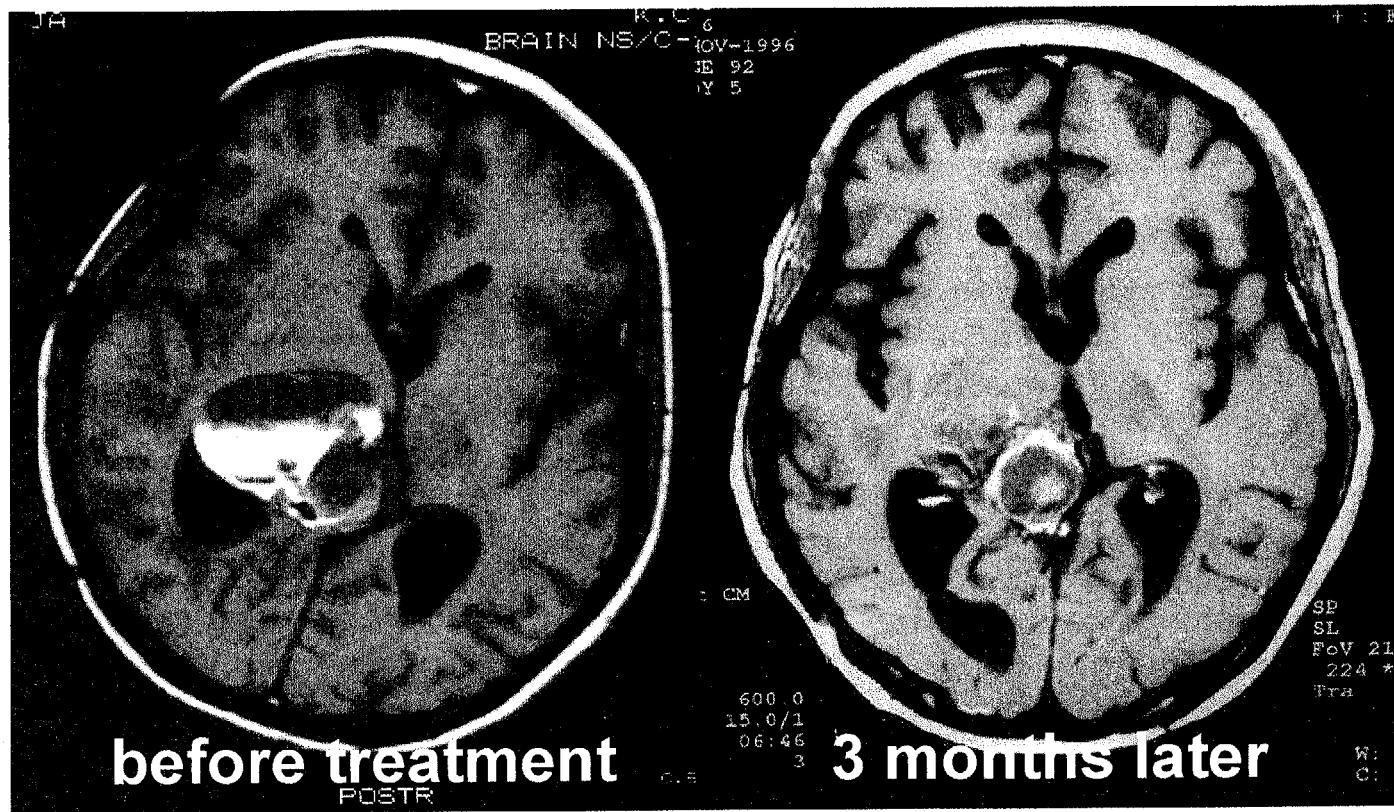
^{166}Ho -CHICO 주입전과 3개월후 MRI영상
